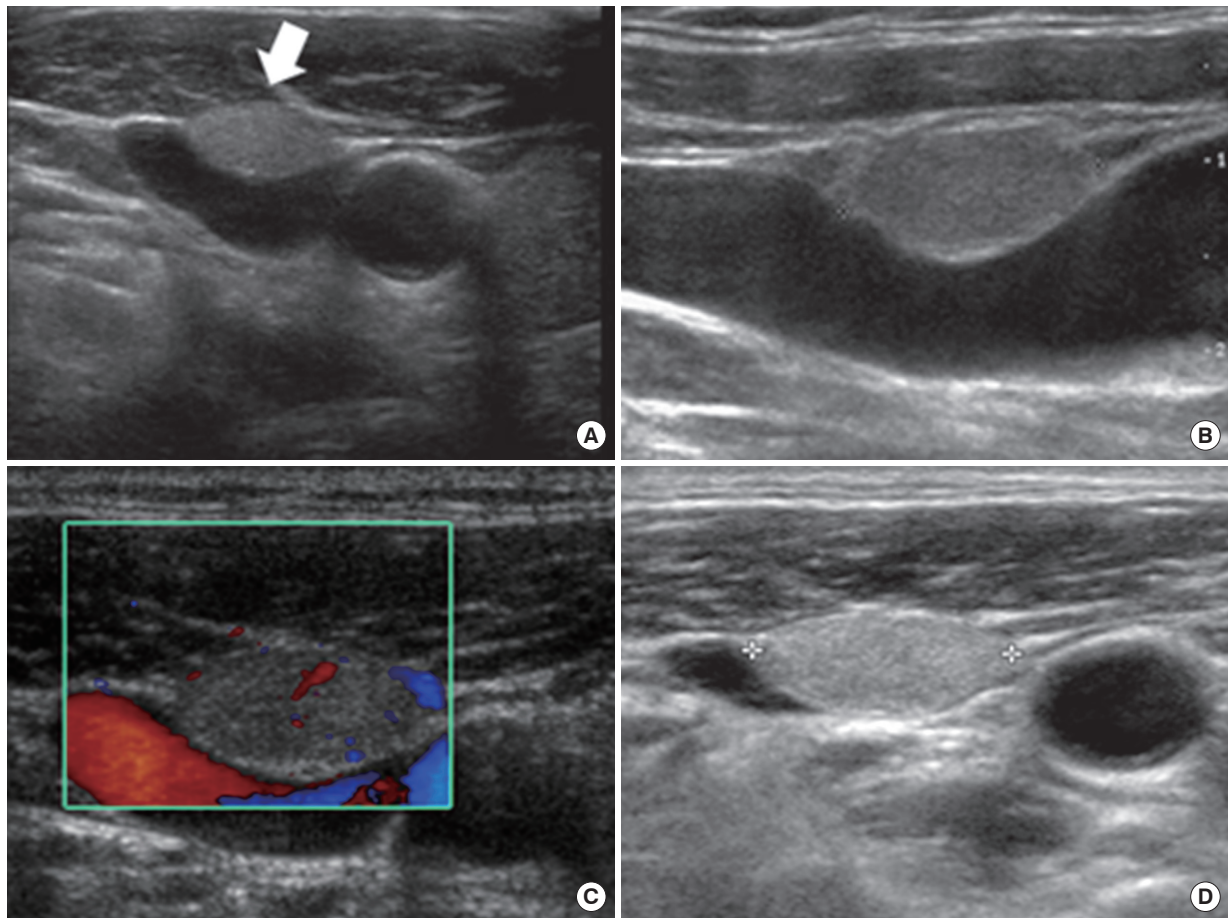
Ultrasonography of thyroid gland. Ultrasonography of thyroid gland shows a 1.22 × 0.65 cm sized ovoid mass like lesion in right level IV (white arrow). (A) Transverse view. (B) Longitudinal view. (C) Color Doppler image shows a mass with peripheral vascularity. (D) Follow-up ultrasonography image shows no significant interval change.
